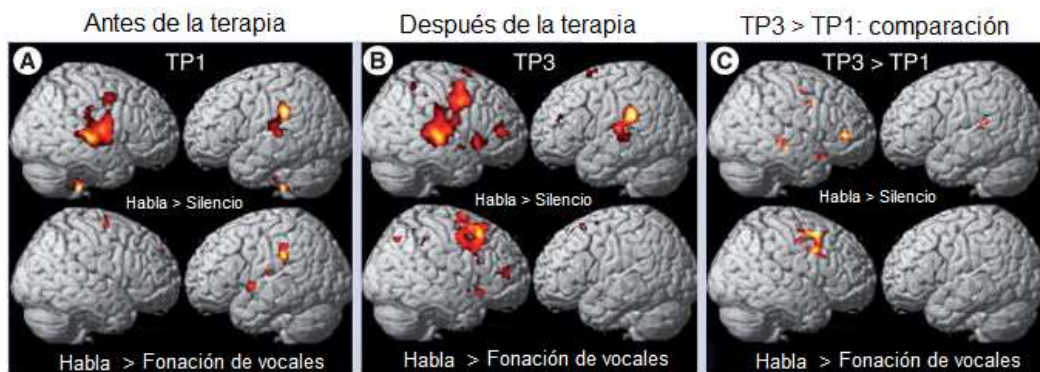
Resonancia magnética funcional (fMRI) de un paciente tratado con terapia de entonación melódica (MIT). Los resultados muestran la activación cerebral en diversas situaciones: hablando frente silencio y hablando frente a la fonación vocal, antes y después de la terapia. El color amarillo indica la mayor activación y el rojo la menor (Schlaug, Norton, Marchina, Zipse, Wan, 2010).
